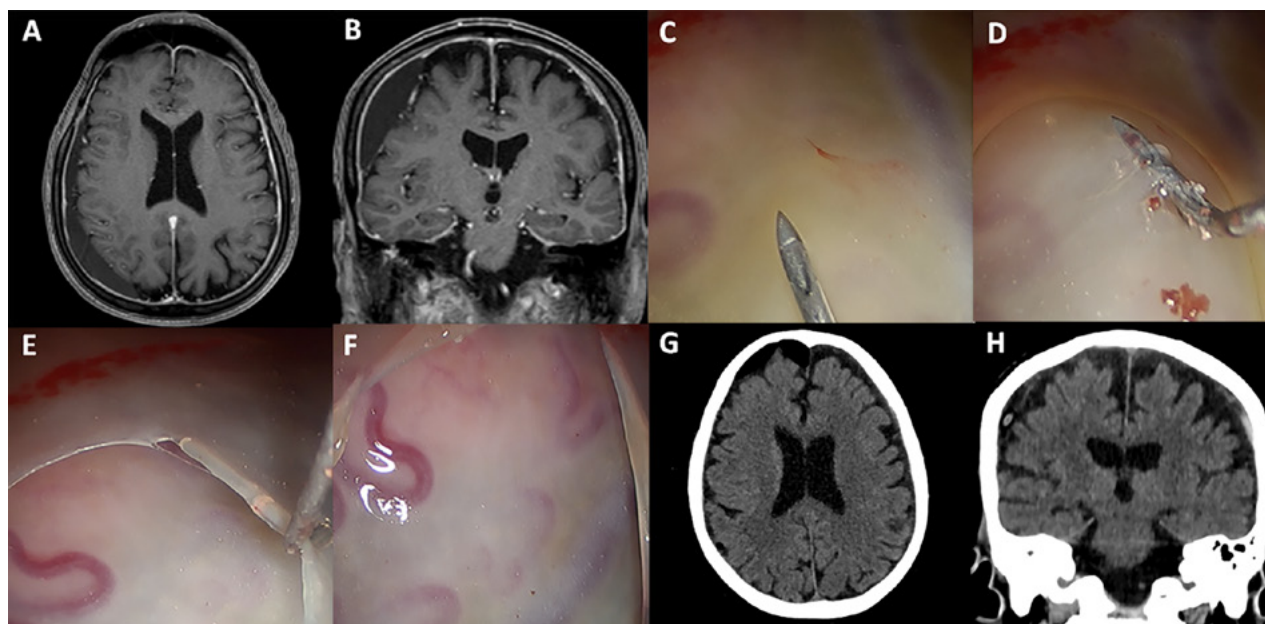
Caso ilustrativo. A-B: Resonancia magnética preoperatoria. C-F: Apertura endoscopia de la membrana visceral. G-H: Tomografía postoperatoria.
